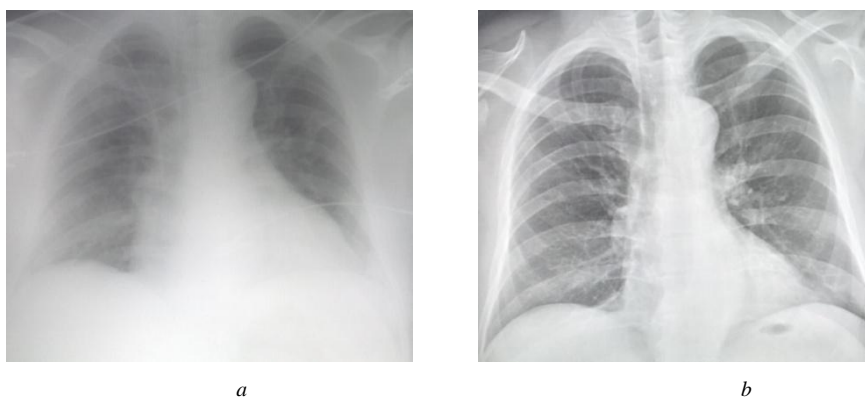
Radiografia cutiei toracice în incidență postero-anterioară în ziua a 10-a (a), ziua a 20-a (b)
